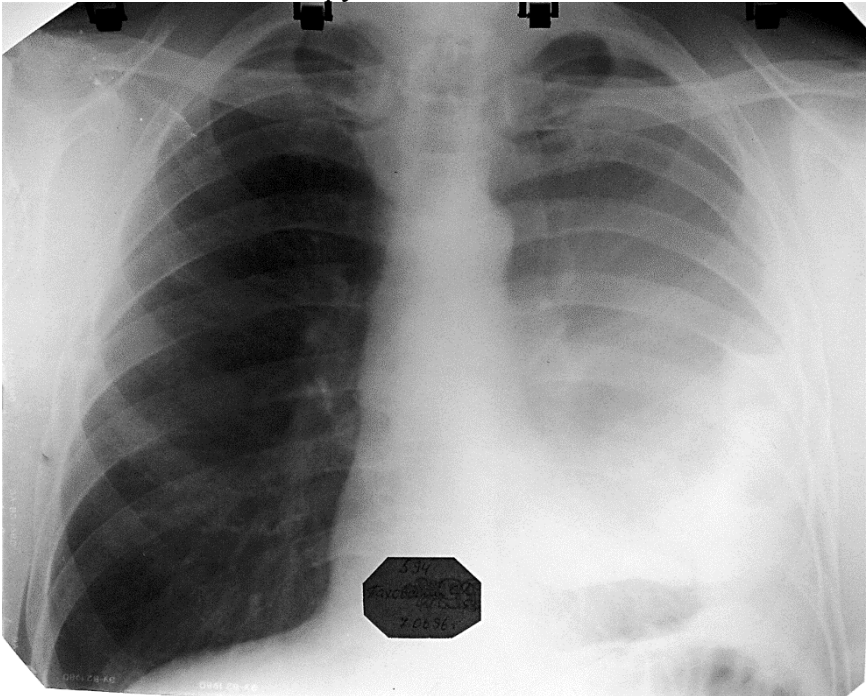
Оглядова пряма рентгенограма. Восьмий тип рентгеноморфологічного синдрому плеврального випоту
